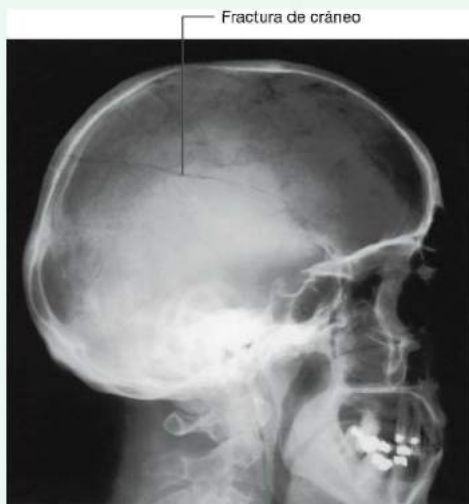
Radiografía de la cabeza donde se observa una fractura de cráneo (paciente en decúbito supino).
